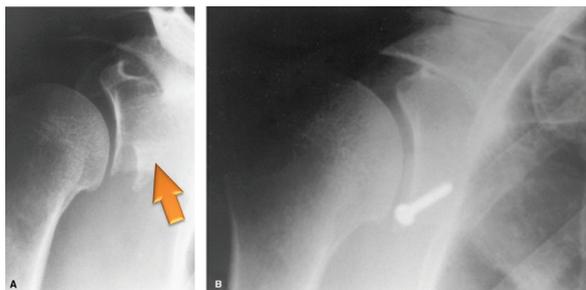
Рентгенограмма. Перелом ниже-передней части суставной впадины лопатки (Середа А.П.).
